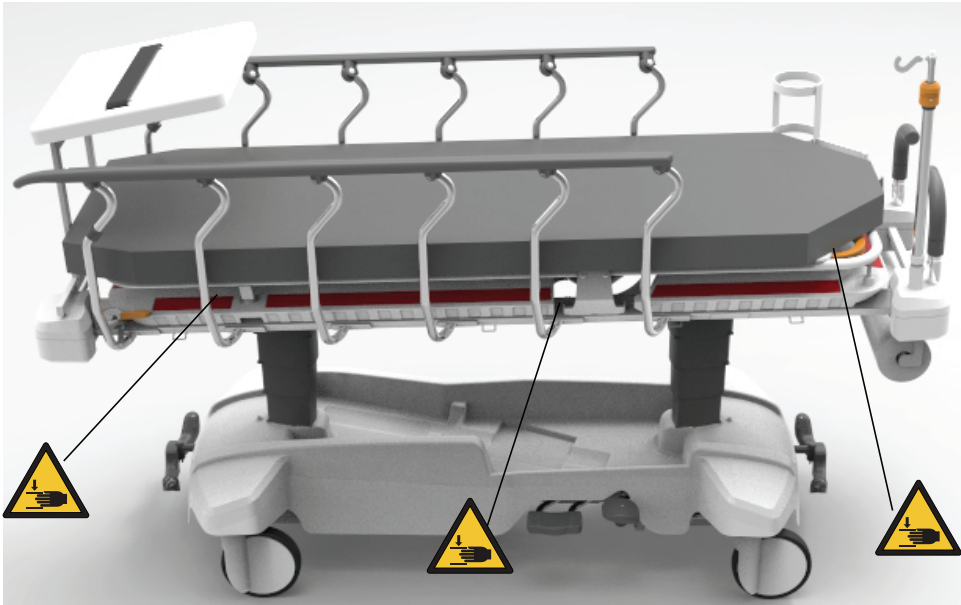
Pinch points for X-ray option only
